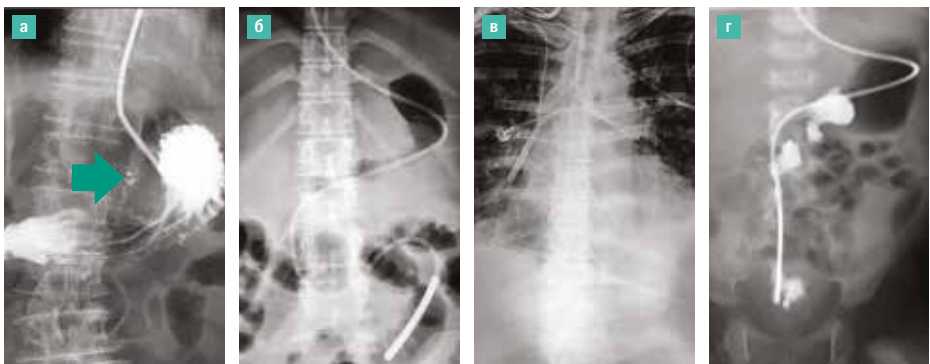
Рентгенологический контроль локализации назогастрального и назоинтестинального зонда: а) назогастральный зонд в желудке, контроль с контрастированием; б) назоинтестинальный зонд дистальным концом расположен в первой петле тощей кишки; в) назогастральный зонд расположен в трахее, в правом и левом главных бронхах; г) перфорация зондом стенки двенадцатиперстной кишки, контраст в забрюшинном пространстве
